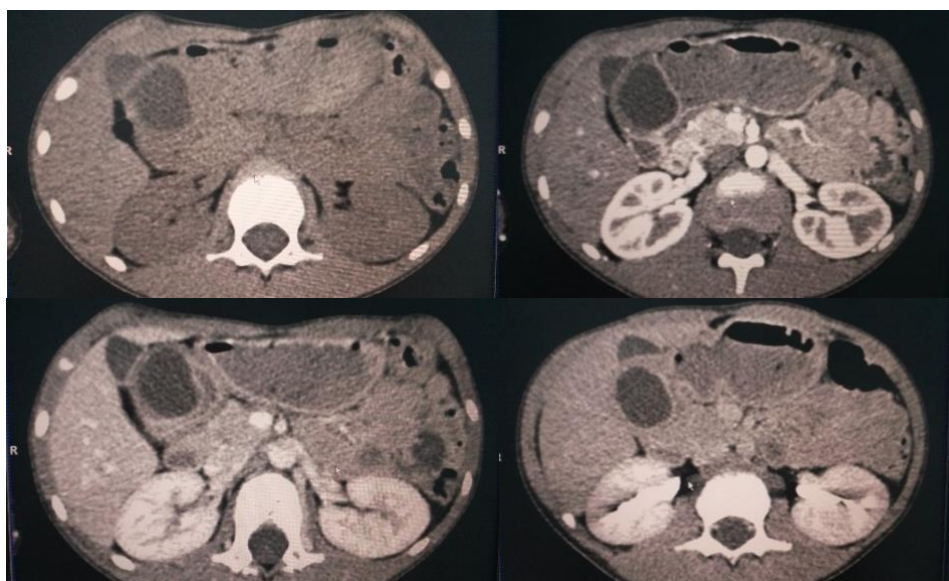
КТ картина кишечной дубликационной кисты области луковицы 12п.к.
